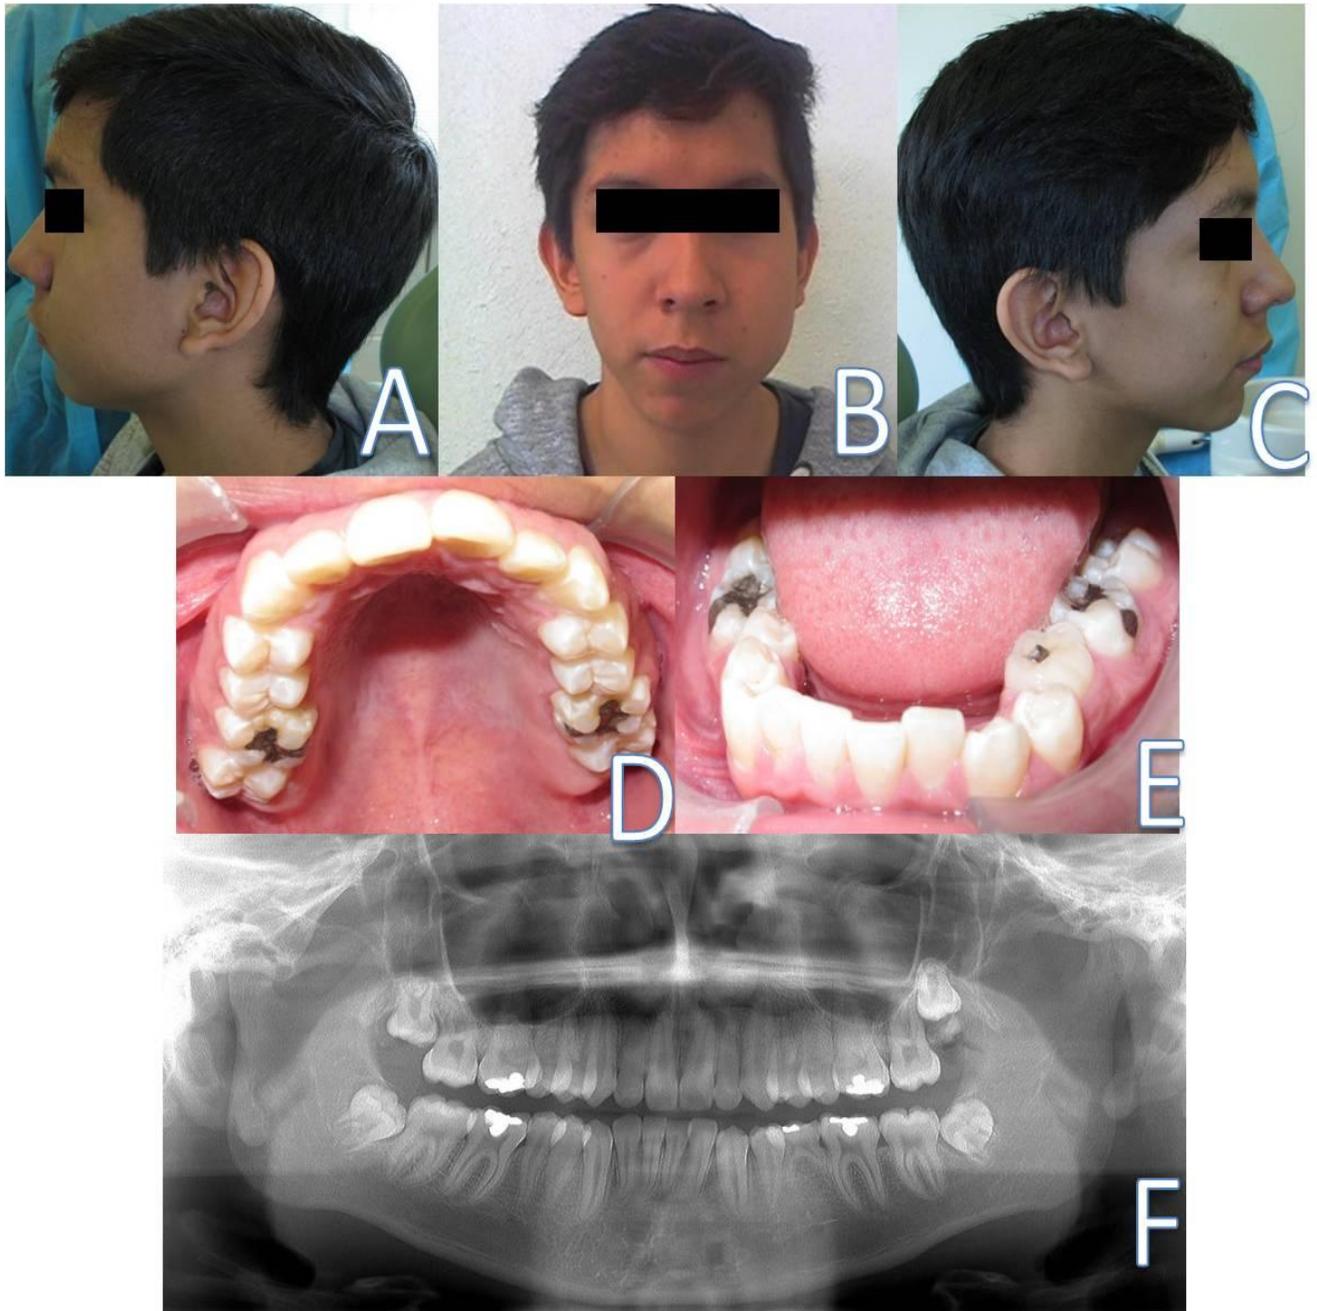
HIPERTROFIA HEMIFACIAL. Paciente masculino de 18 años de edad A. Vista lateral izquierda en la que se aprecia la Hipertrofia como un aumento de volumen. B. Vista frontal en la que se aprecia una muy marcada asimetría facial. C. Vista lateral derecha en la que se aprecia el lado no afectado por la hipertrofia. D. Vista de la arcada superior en la que se aprecia un apiñamiento dental. E. Vista de la arcada inferior en la cual se aprecia la agenesia del O.D. 35. F. Vista de la Radiografía Panorámica en la que se aprecia la agenesia del O.D. 35. (Fuente directa de la CRED de la DEPEI de la FO UNAM 03/09/2014).
